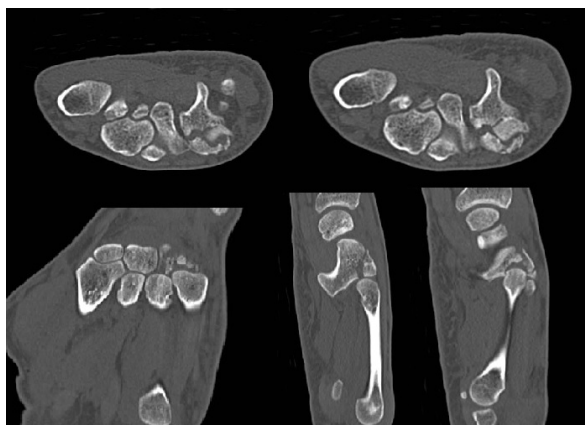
Imagen de TAC en cortes transversal, coronal y sagital donde se aprecia la conminución por estallido del cuerpo del ganchoso por impactación del quinto metacarpiano e integridad del gancho.
